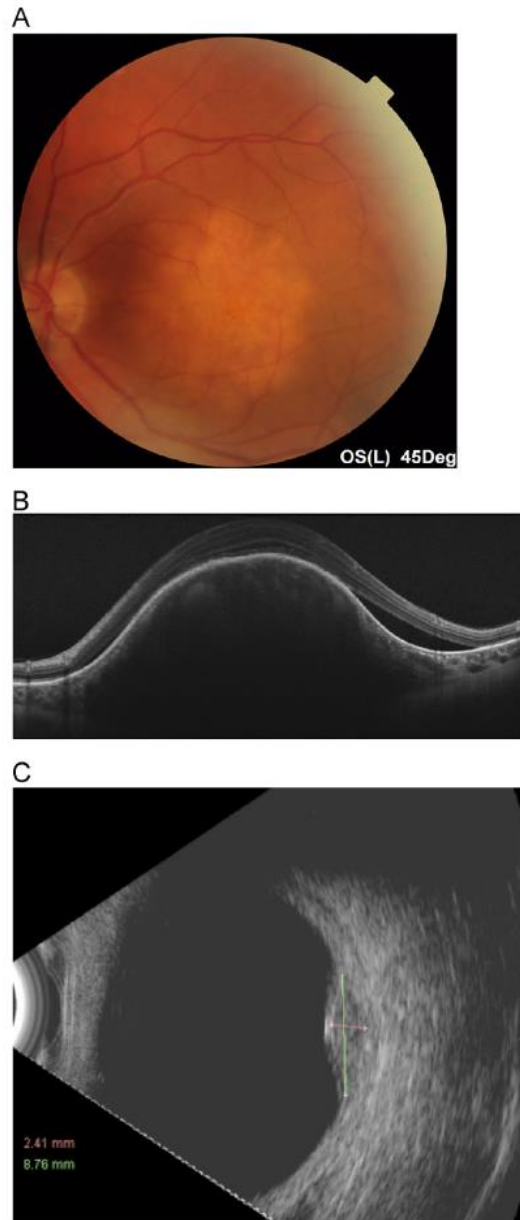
Choroidal metastasis. A, Fundus photography. B, Ultrasonography. C, Swept-source optical coherence tomography. Dome-shaped mass with internal clumps of tissue, perhaps representing different areas of cellular proliferation. Subretinal and intraretinal fluid are visible and well delimited.
